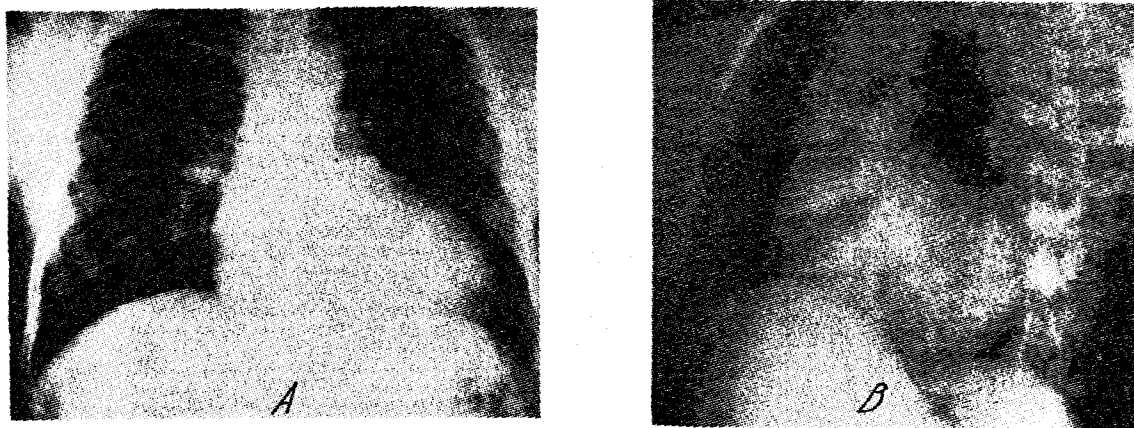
Radiografie cardiotoracică postero-anterioară (A) și oblic anterior stâng (B) la un bolnav cu insuficiență mitrală și insuficiență aortică. Arcul inferior stâng este bombat și alungit în A și depășește mult coloana vertebrală în B, semn de ventricul stâng dilatat.
